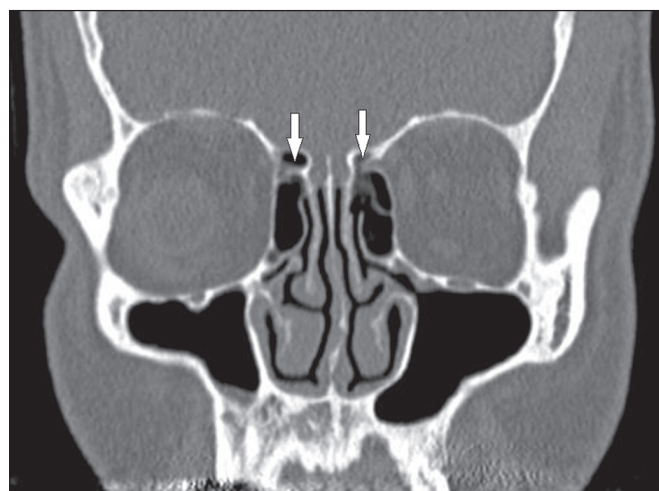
TC, janela óssea, corte coronal, demonstrando as artérias etmoidais anteriores (setas). Neste caso, não havia presença de células supraorbitárias.
